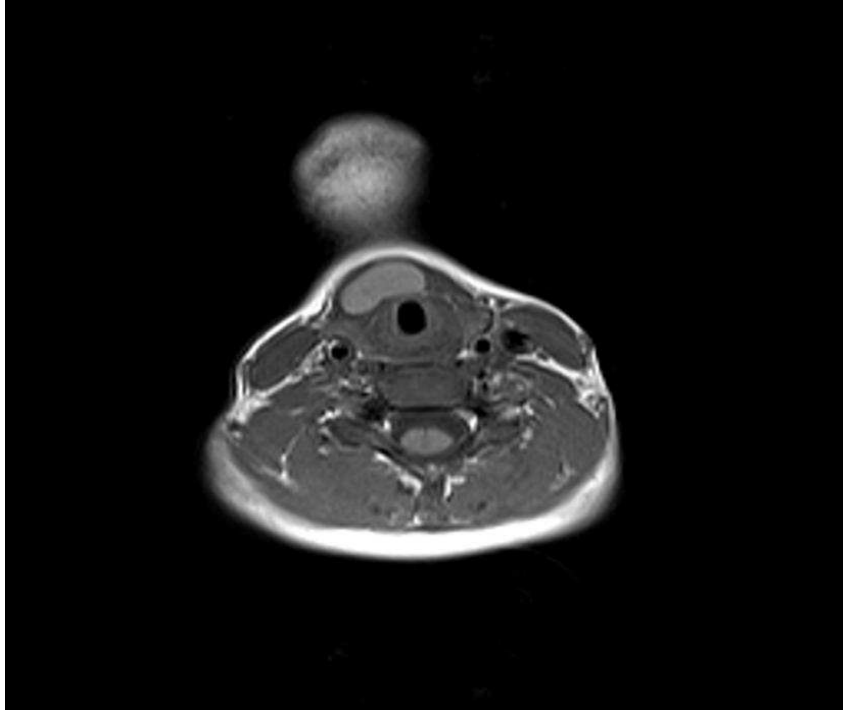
Derin boyun enfeksiyonlu bir olguda kontrastlı aksiyel BT görüntüsü. Kontrastlanma gösteren hipodens görünüm abse ile uyumlu olup, absenin trakeayı sola doğru deviye ettiği izlenmektedir.
